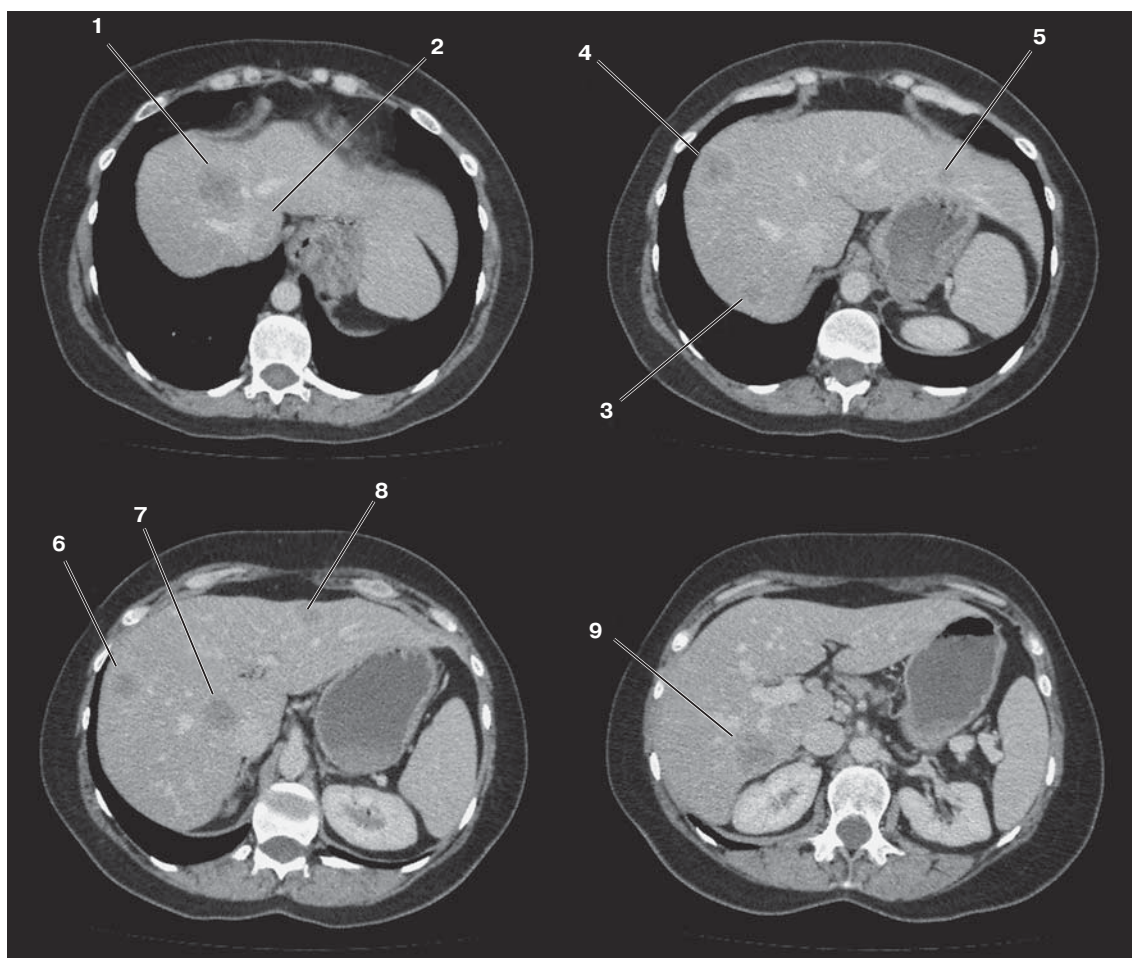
Компьютерные томограммы. Метастазы в печени, венозная фаза исследования. Состояние перед включением пациентки в лист ожидания. Стрелками указаны наиболее крупные метастазы: 1 – в VIII сегменте, 2 – в I, 3 – в VII, 4 – в VIII, 5 – во II, 6 – на границе V и VIII сегментов, 7 – на границе VIII и паракавальной порции I сегмента, 8 – в III сегменте, 9 – в VI сегменте.
